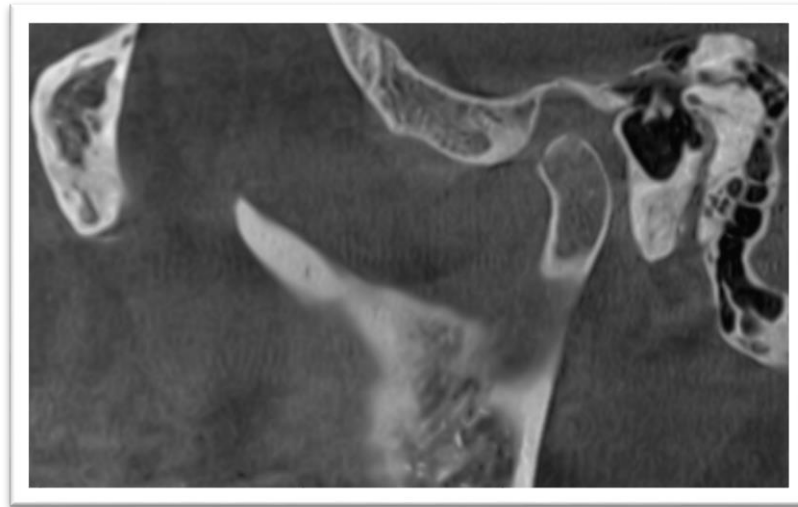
CBCT sagital kesit, kondil başında düzleşme
